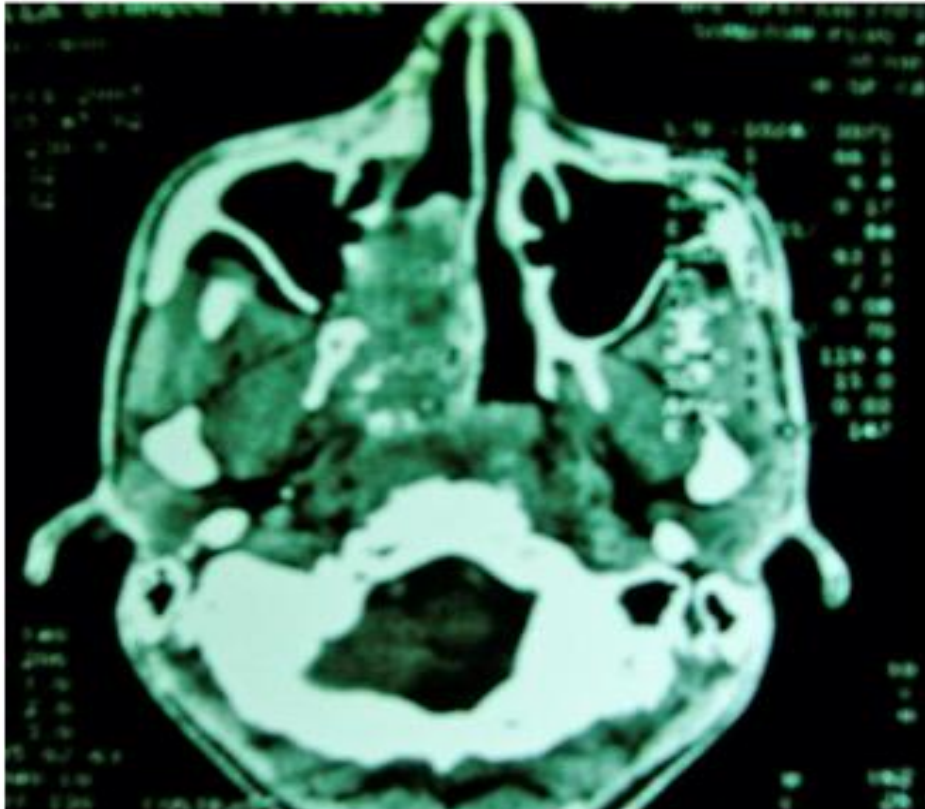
TDM avec injection de produit de contraste en coupe axiale(54)
